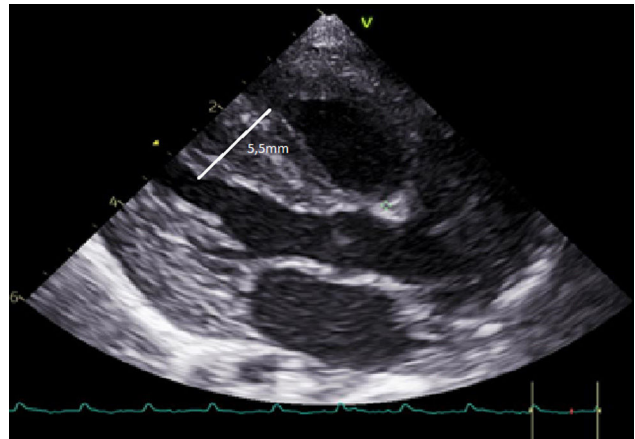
Ecocardiografía en plano paraesternal largo en la que se objetiva engrosamiento del tabique interventricular (5,5 mm).
